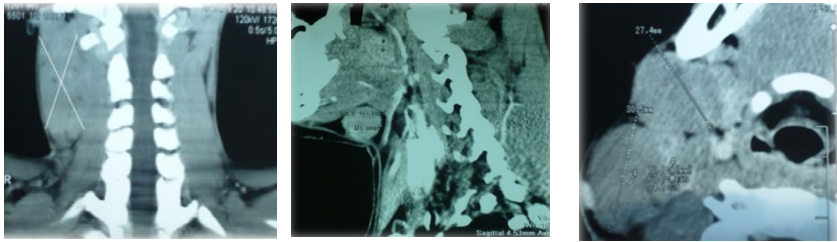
КТ картина лимфаденопатии шеи при лимфоме Ходжкина
